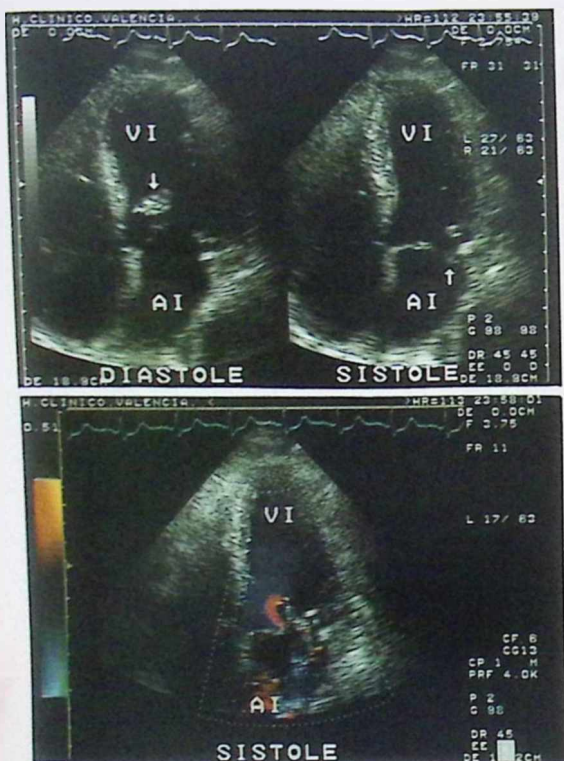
Parte superior: Ecocardiogramas bidimensionales obtenidos desde la posición apical en diástole y sístole que muestran al músculo papilar roto (flecha) que durante la sístole se desplaza hacia la cavidad auricular izquierda. Se observa también el prolapso de la valva septal de la válvula mitral. Parte inferior: Mediante la técnica Doppler codificada en color se objetiva la insuficiencia mitral al visualizar durante la sístole ventricular la aceleración del flujo proximal a la válvula y el patrón en mosaico que se dirige desde la válvula hacia la pared lateral de la aurícula izquierda mostrando efecto Coanda y alcanzando el techo auricular. Abreviaturas: igual que en las figuras anteriores.
